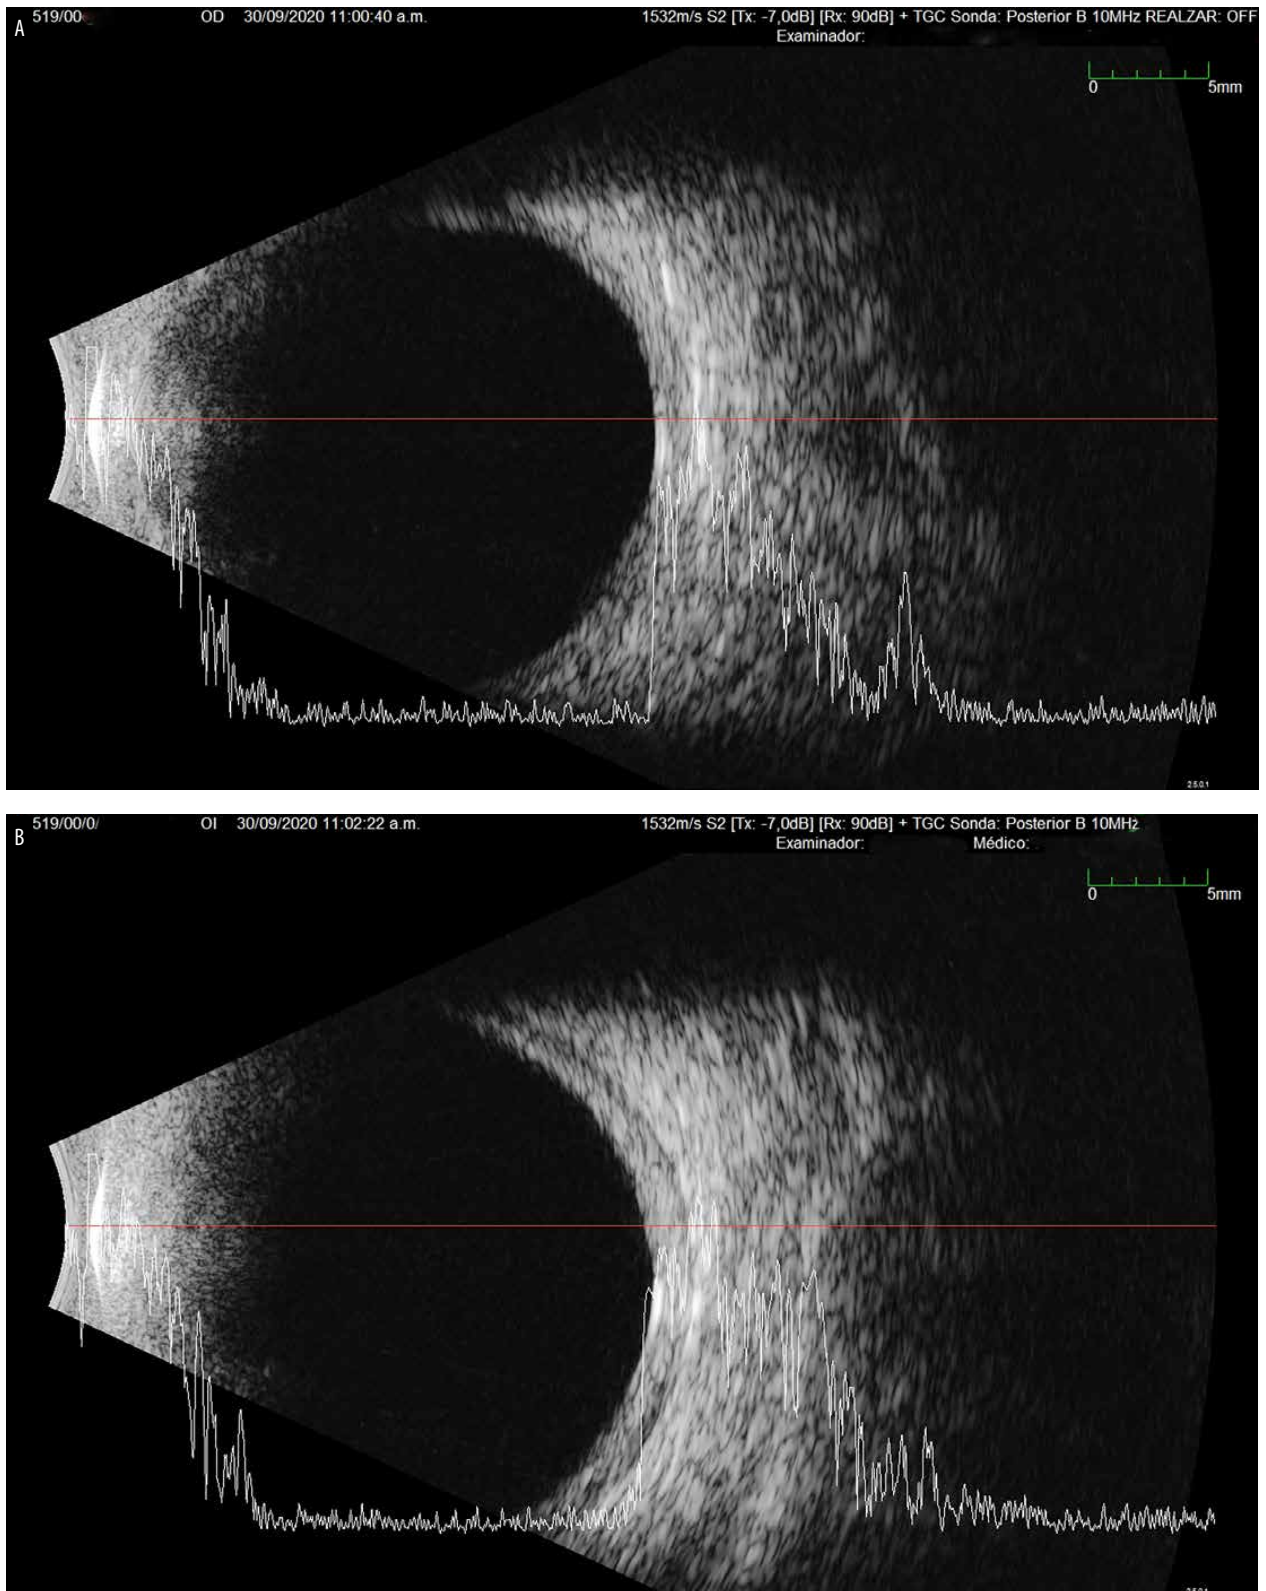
Ecografía modo B con aumento del espesor de las capas posteriores en ambos ojos.
